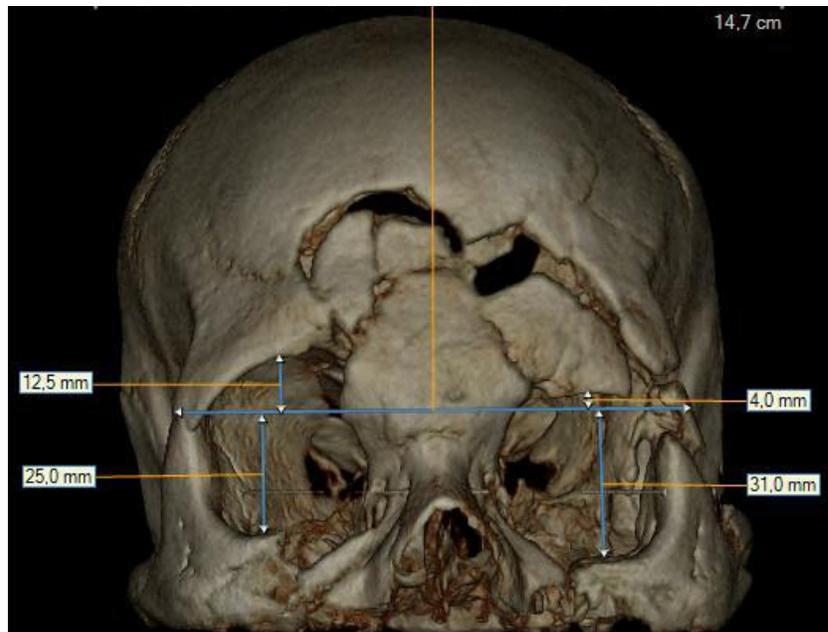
Detalle zona frontal Tomografía Computarizada Tipo Conebeam
